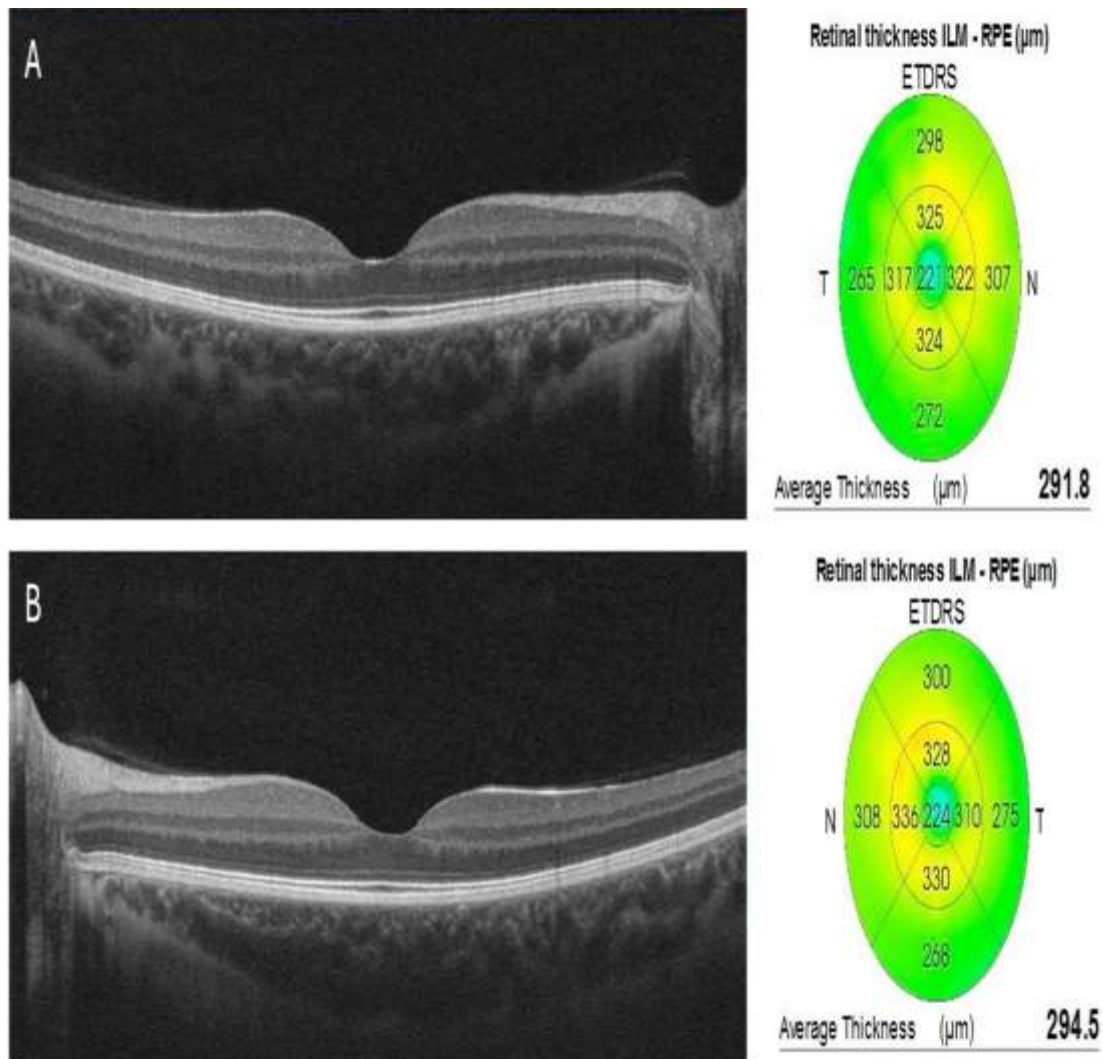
Tomografía de coherencia óptica (SD-OCT) de ambos ojos a nivel macular. A) Corte horizontal de ojo derecho y B) de ojo izquierdo. Se aprecia un vítreo, capas retinales internas y externas, y una coroides con reflectividad y grosor normal en ambos ojos.
